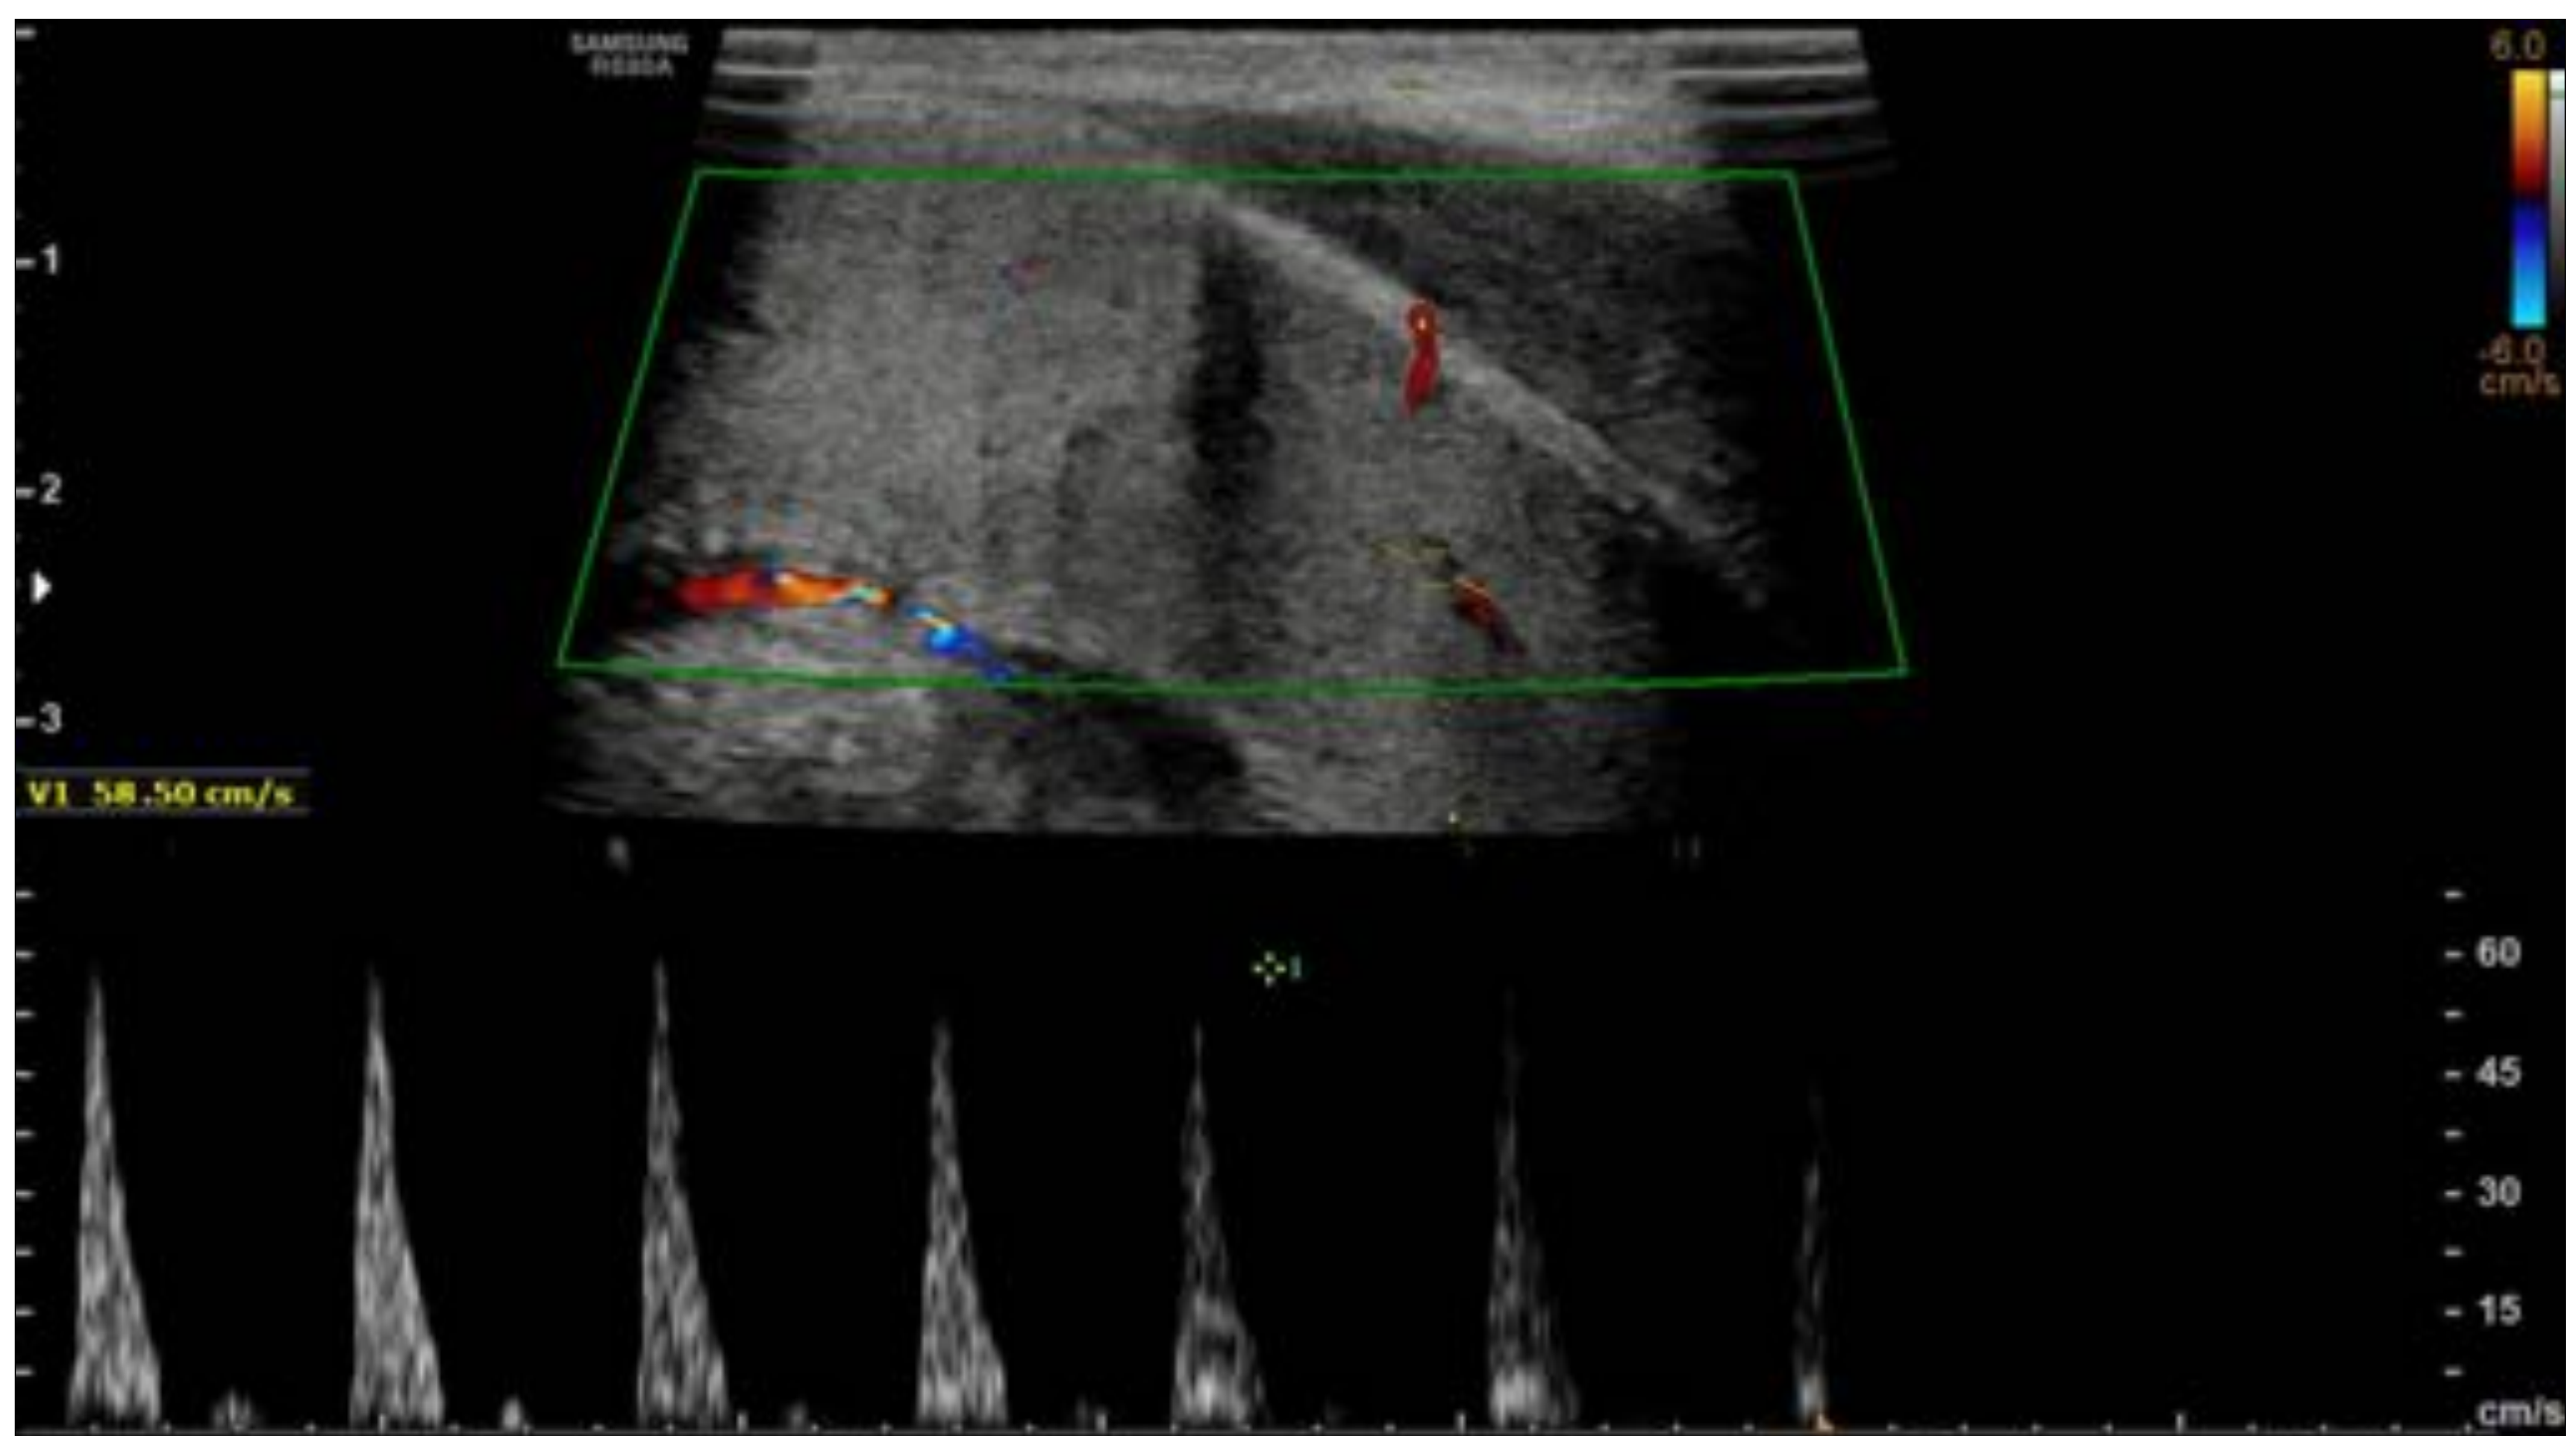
Imagen de ecografía Doppler de pene tras la administración de agente vasodilatador intracavernoso (20 µg de Caverject®). Se observa una velocidad máxima de 58 cm/s, dentro de la normalidad.
